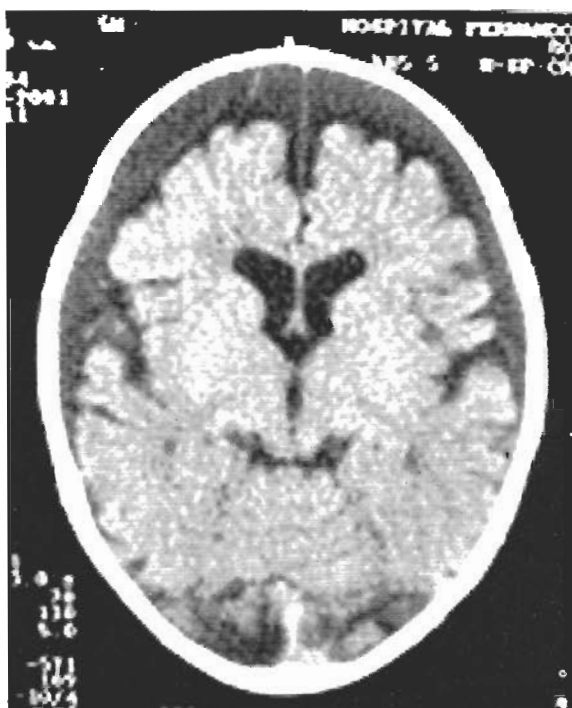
TC-CE (partes moles) – hematoma subdural bi-fronto-temporal.
